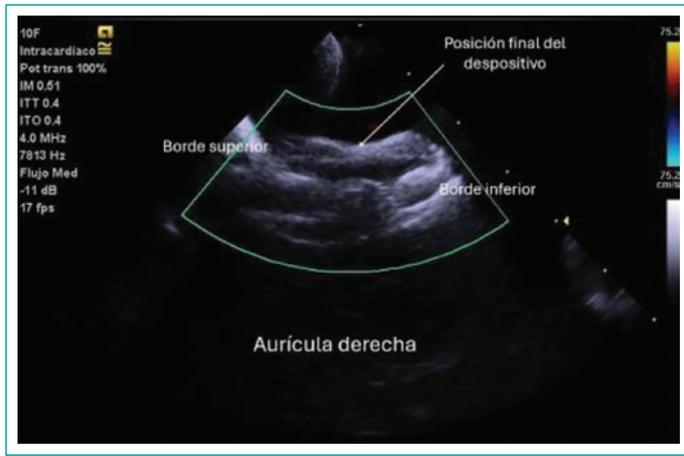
Imagen de ecocardiografía intracardiaca (ICE) en la que se observa la manobra de apoyo para corregir la posición de perpendicular a transversa.
